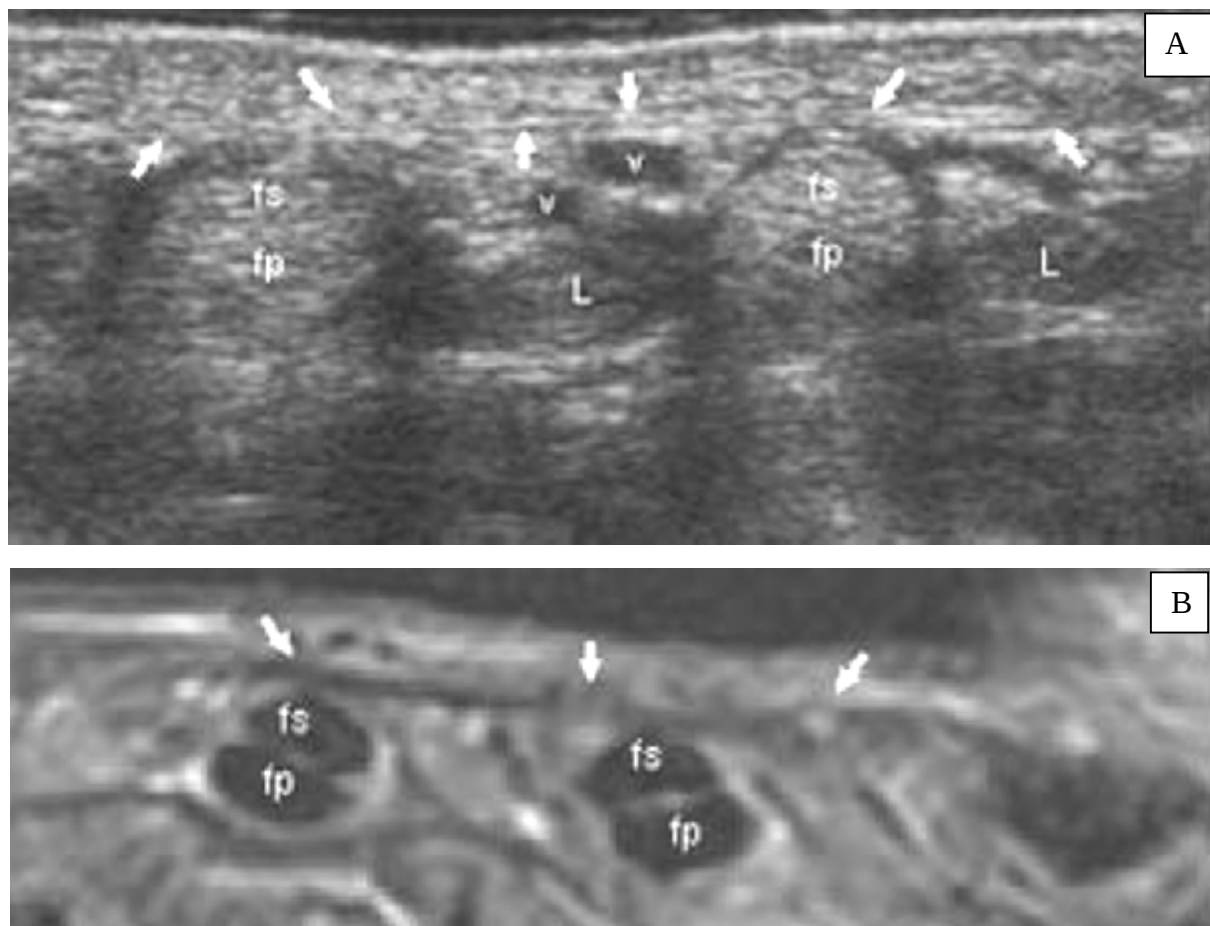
Aponévrose palmaire moyenne sous forme d'une structure lamellaire fine très superficielle (flèches blanches) passant en pont au-dessus des tendons fléchisseurs superficiels (fs) et profonds (fp). En échographie comme en IRM, l'aponévrose est hyperéchogène/hyposignal, comme le tendon. Remarquez la proximité de l'arcade palmaire superficielle (v) (L = lombricaux).
